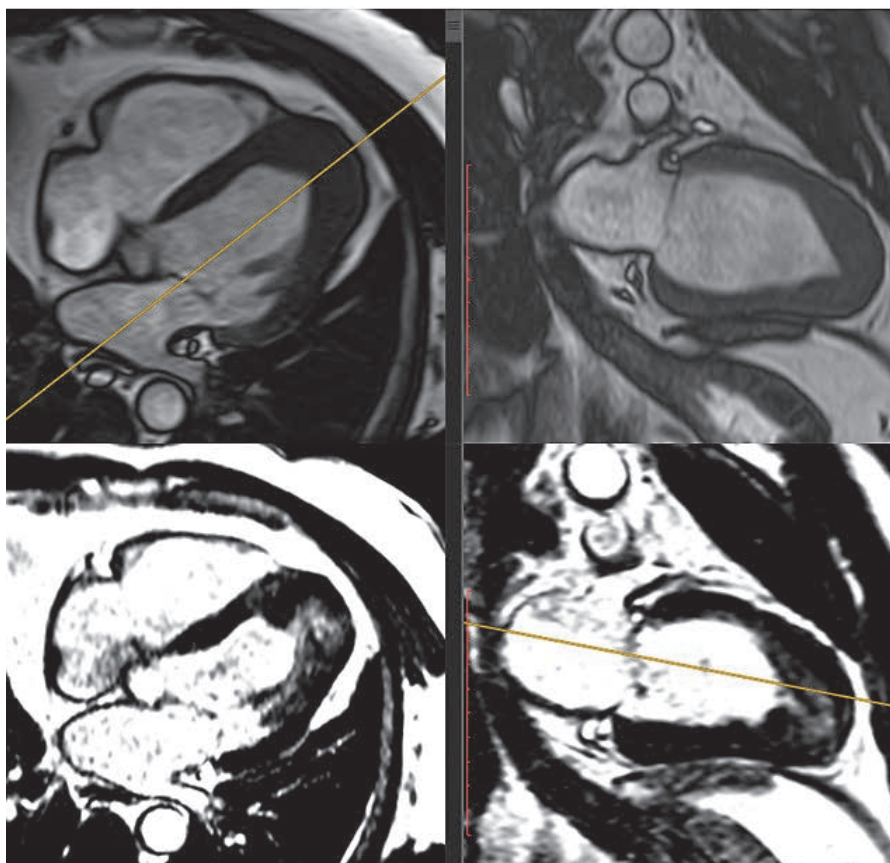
МРТ пациента с апикальной формой ГКМП. Изолированное утолщение апикальных сегментов до 18 мм по данным в режиме градиентного эхо CINE в четырех- и двухкамерной проекции, фиброзные изменения утолщенных сегментов по данным постконтрастных T1-MDE
